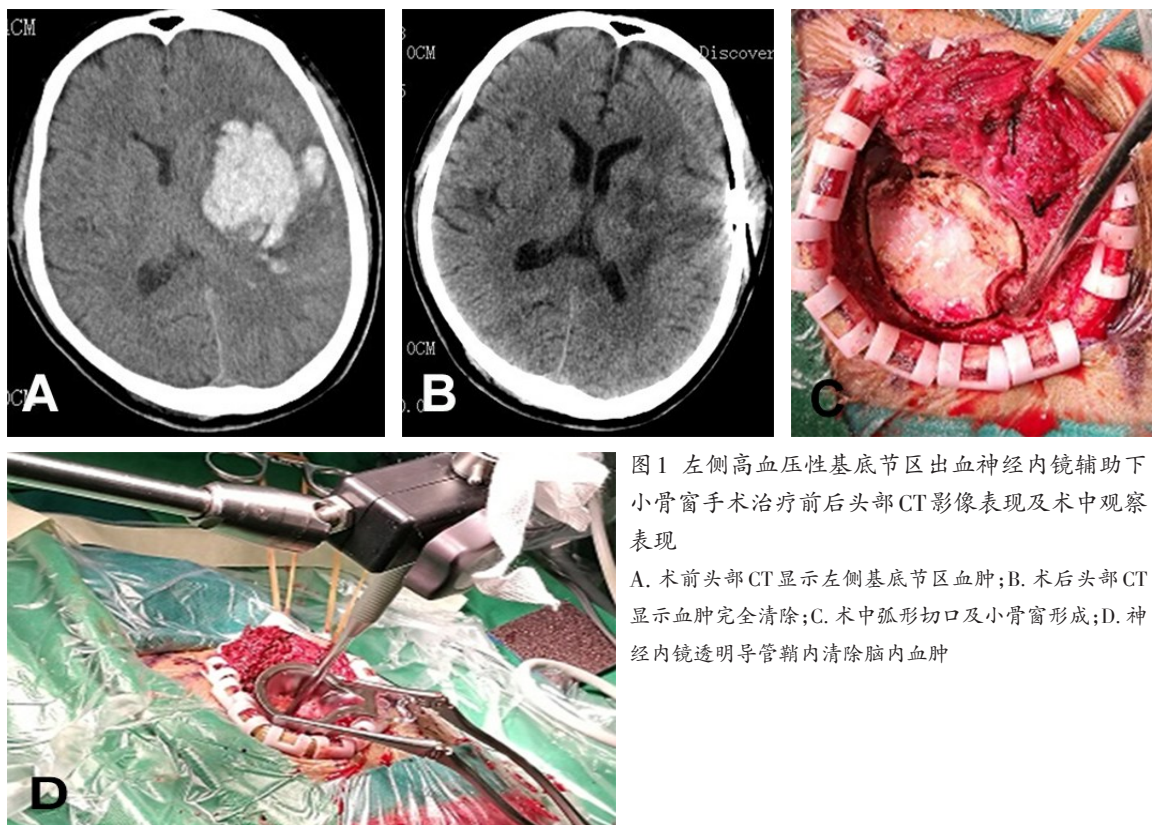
左侧高血压性基底节区出血神经内镜辅助下小骨窗手术治疗前后头部CT影像表现及术中观察表现
